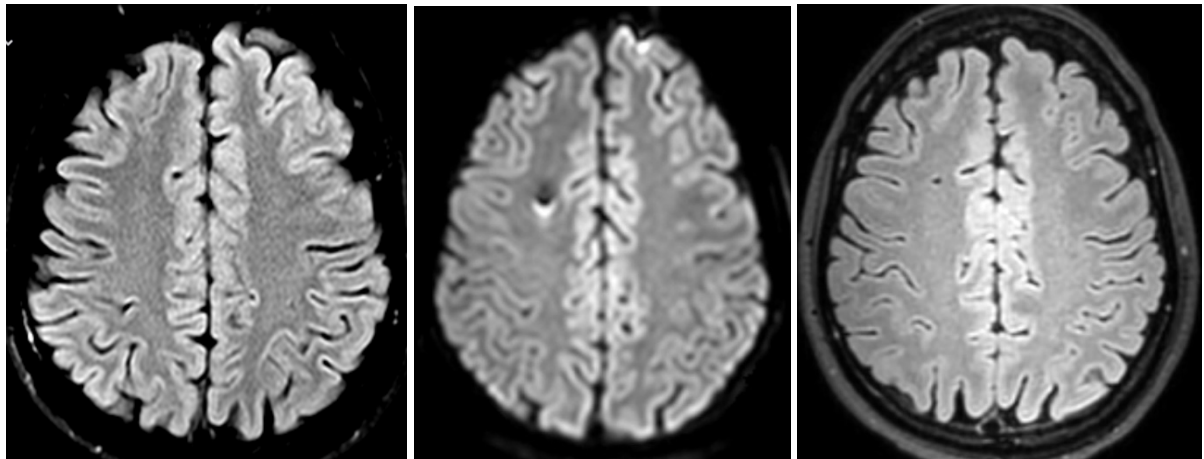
Patientin mit unauffälligem MRT vor der Angiographie (links). Postangiographische Läsion in der DWI (in der Mitte) und FLAIR (rechts).
